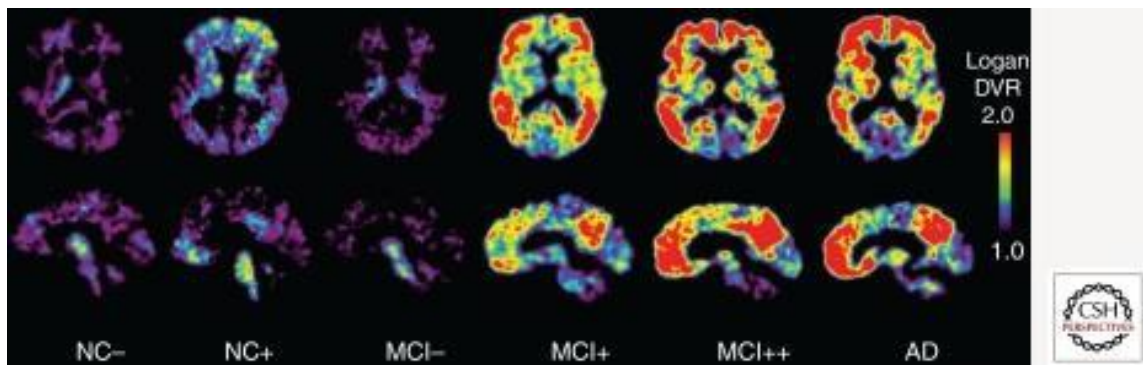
Imágenes de PiB PET de un sujeto control, DCL y paciente diagnosticado de EA mostrando la deposición de beta amiloide, Obtenido de Keith A Johnson 2012.
